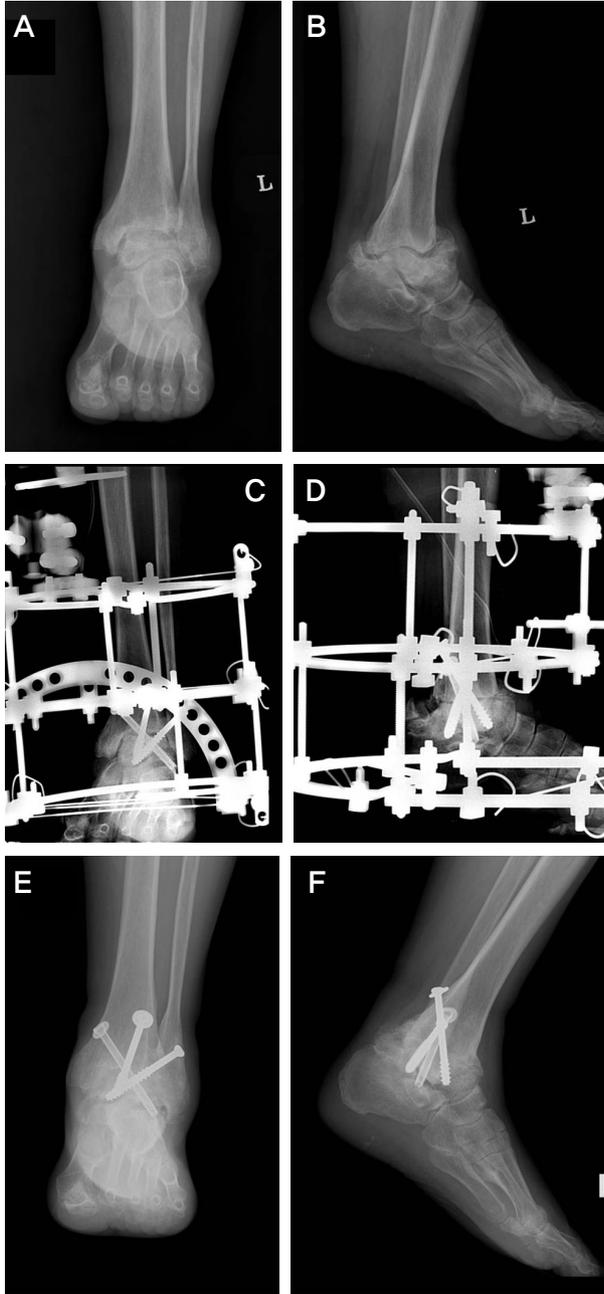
Forty five year old female patient with diabetic charcot ankle neuroarthropathy. Preoperative antero-posterior and lateral radiograph of left ankle show severe destructive changes in distal tibia and talus body with soft tissue swelling (A, B). Postoperative radiographs show well aligned ankle arthrodesis operation state with internal and external fixation (C, D). Last follow-up (1 year 8 months) radiograph shows completely fused ankle joint with remained cannulated screws (E, F).
